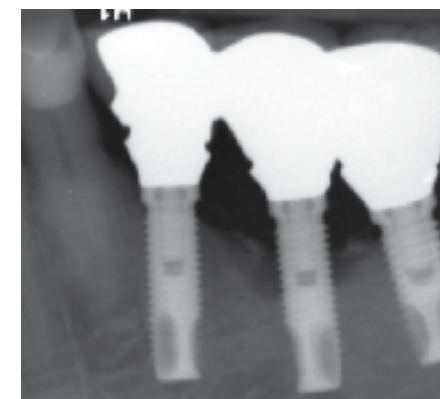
Preoperative radiograph showing an infrabony peri-implant defect around the implant at tooth site #19. The restorative suprastructure appears not to be fully seated on the abutments.
